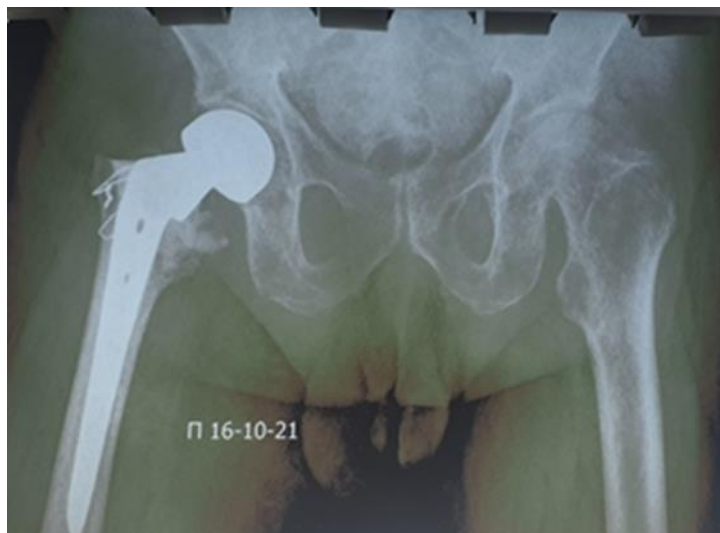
Рентгенограмма таза больного П., 85 лет. Имплантированный тазобедренный сустав биполярным эндопротезом
